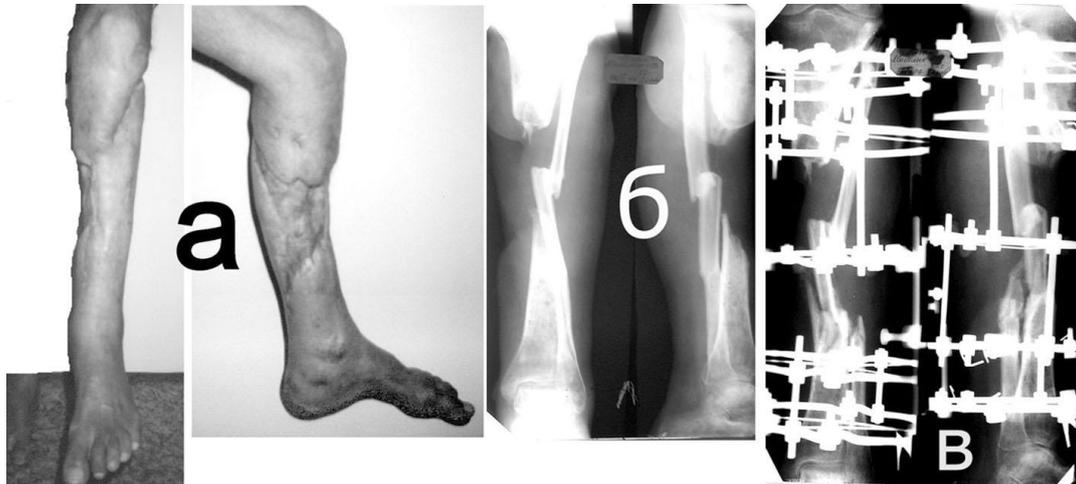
Иллюстрации к наблюдению по лечению больного М.: а) внешний вид левой голени; б) рентгенограммы голени до лечения; в) в процессе первого этапа лечения; г) исход первого этапа лечения; д) в процессе второго этапа лечения; е) отделенный результат
